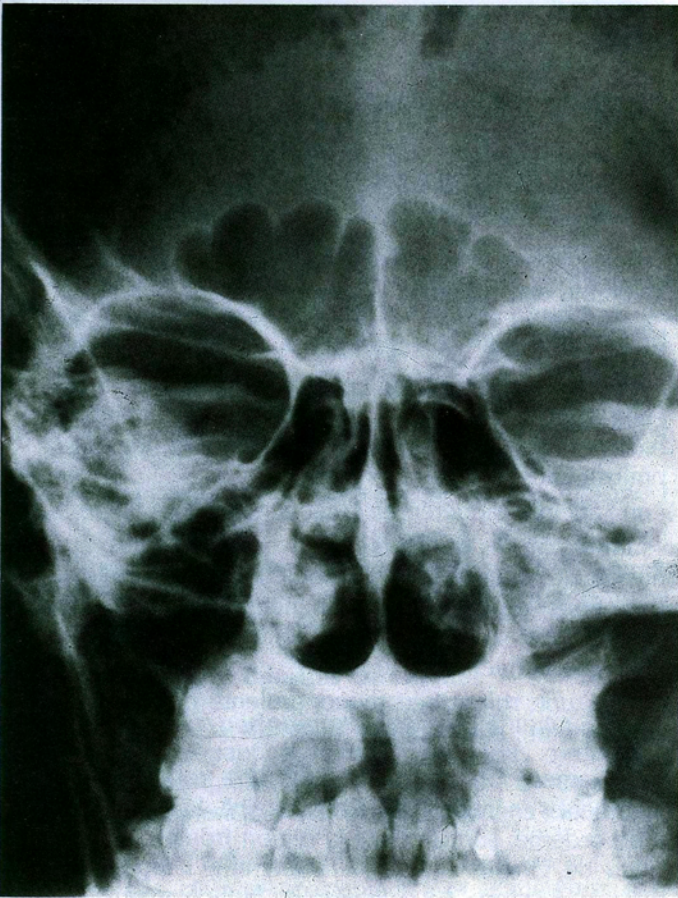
Radiographie standard des sinus. Face haute.
